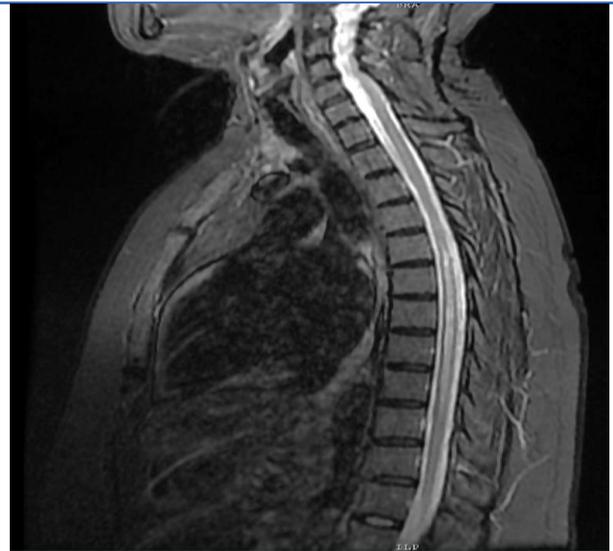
RMN de columna dorsal en T2 corte sagital, se observa aumento de señal y engrosamiento de la médula a nivel dorsal desde T1 A T7, compatible con mielitis transversa longitudinalmente extensa.
